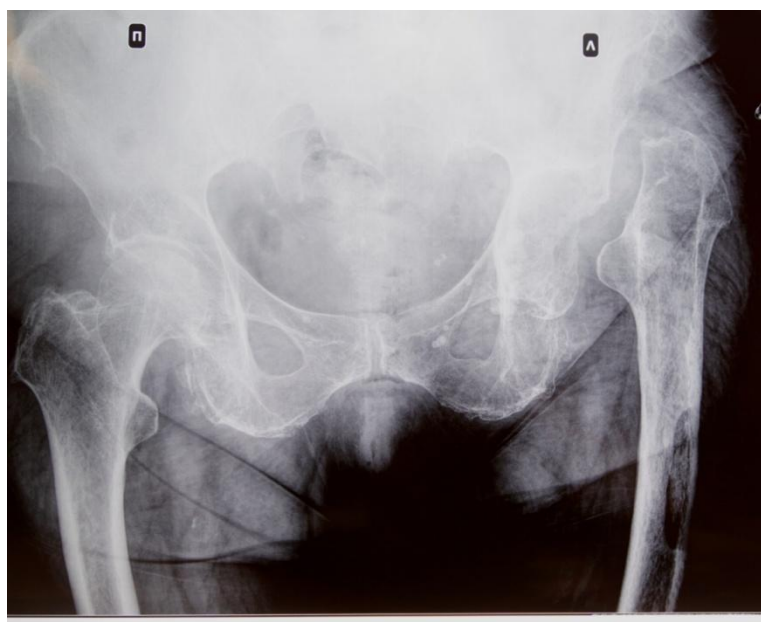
Обзорная рентгенограмма таза больного В.
